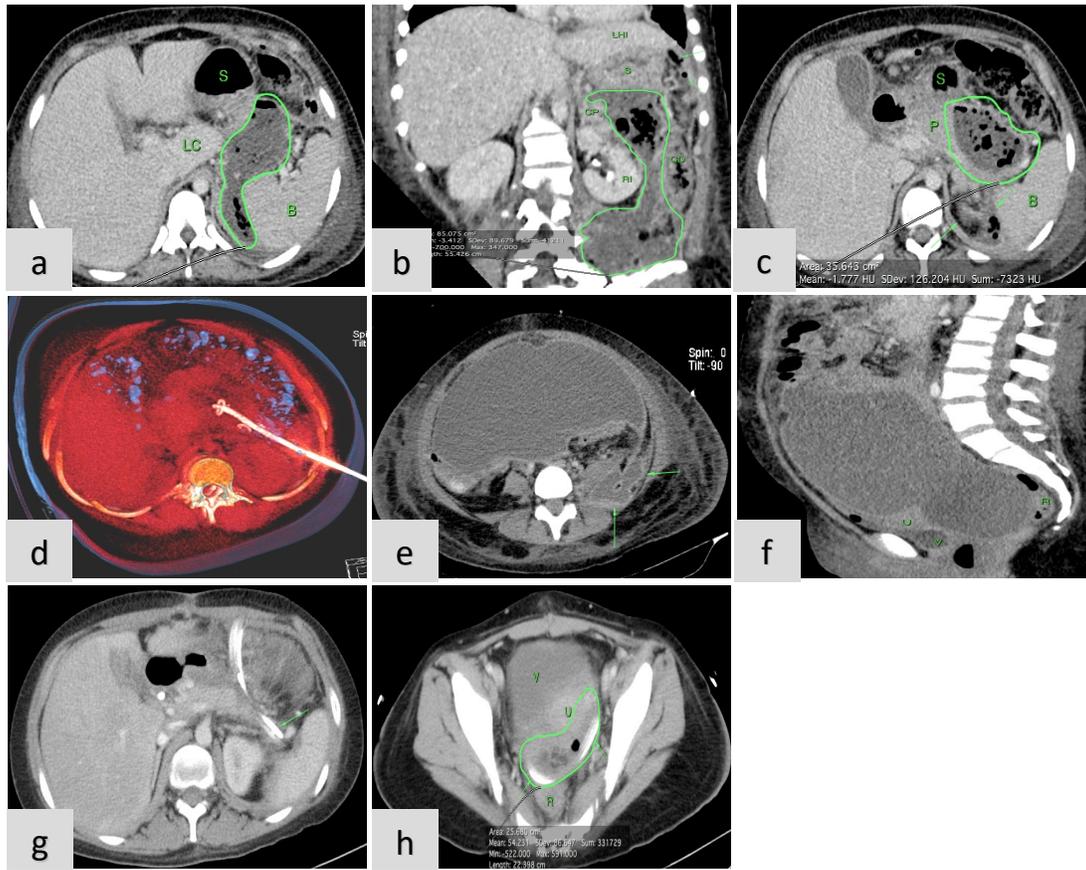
Caso No. 4. Paciente femenino 17 años de edad, con diagnóstico de pancreatitis aguda necrotizante moderadamente severa, Balthazar D. Imágenes de TC + C en fase venosa (a-b-c), muestran la localización retroperitoneal multicompartimental de la colección necrótica encapsulada, con extensión hacia el espacio infrarrenal retroperitoneal izquierdo (b). Imagen tomográfica con reconstrucción VTR (d), del día del DPC muestra la colocación de 1 solo catéter con ruta de acceso RI, hacia el sitio de la colección en el EPA izquierdo. 15 días después del DPC, debido a la mala evolución clínica del paciente se decide realizar necrosectomía quirúrgica. Las imágenes de control de TC + C en planos axial y sagital (e-f), 6 días después posterior a la necrosectomía quirúrgica, muestran la presencia de una gran colección líquida heterogénea, intraperitoneal, que aparentemente guarda relación con la colección infrarrenal retroperitoneal izquierda (flechas en e). Se realiza Nuevo DPC guiado por Ultrasonido de la colección líquida a nivel de hueco pélvico, y se somete nuevamente a drenaje quirúrgico de ambas colecciones. Las imágenes de control (g-h), muestran prácticamente la resolución de ambas colecciones localizadas a nivel retroperitoneal y en el hueco pélvico, con ambos catéteres abocados en dichos sitios (flechas); motivo por el cual la paciente es dada de alta 45 días posterior a su ingreso. S= Stómago, LC= Lóbulo caudado, B= Bazo, LHI= Lóbulo hepático izquierdo, CP= Cola del páncreas, RI= Riñón izquierdo, CD= Cólon descendente, V= Vejiga, U= Útero, R= Recto.
